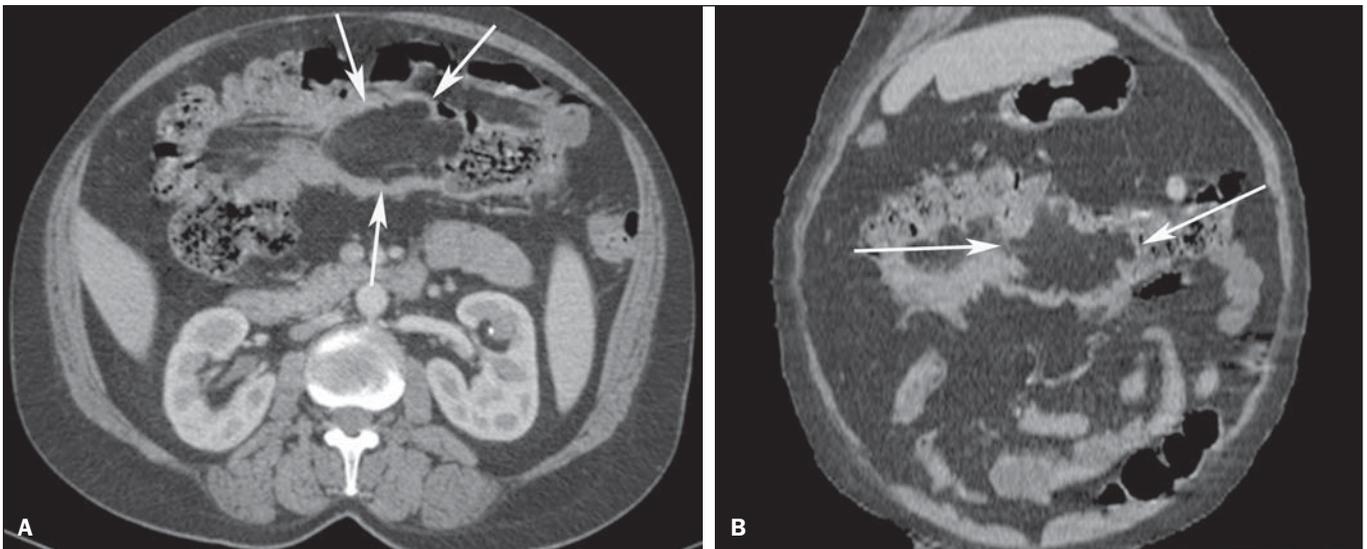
TC corte axial (A) e reformatação no plano coronal (B).
